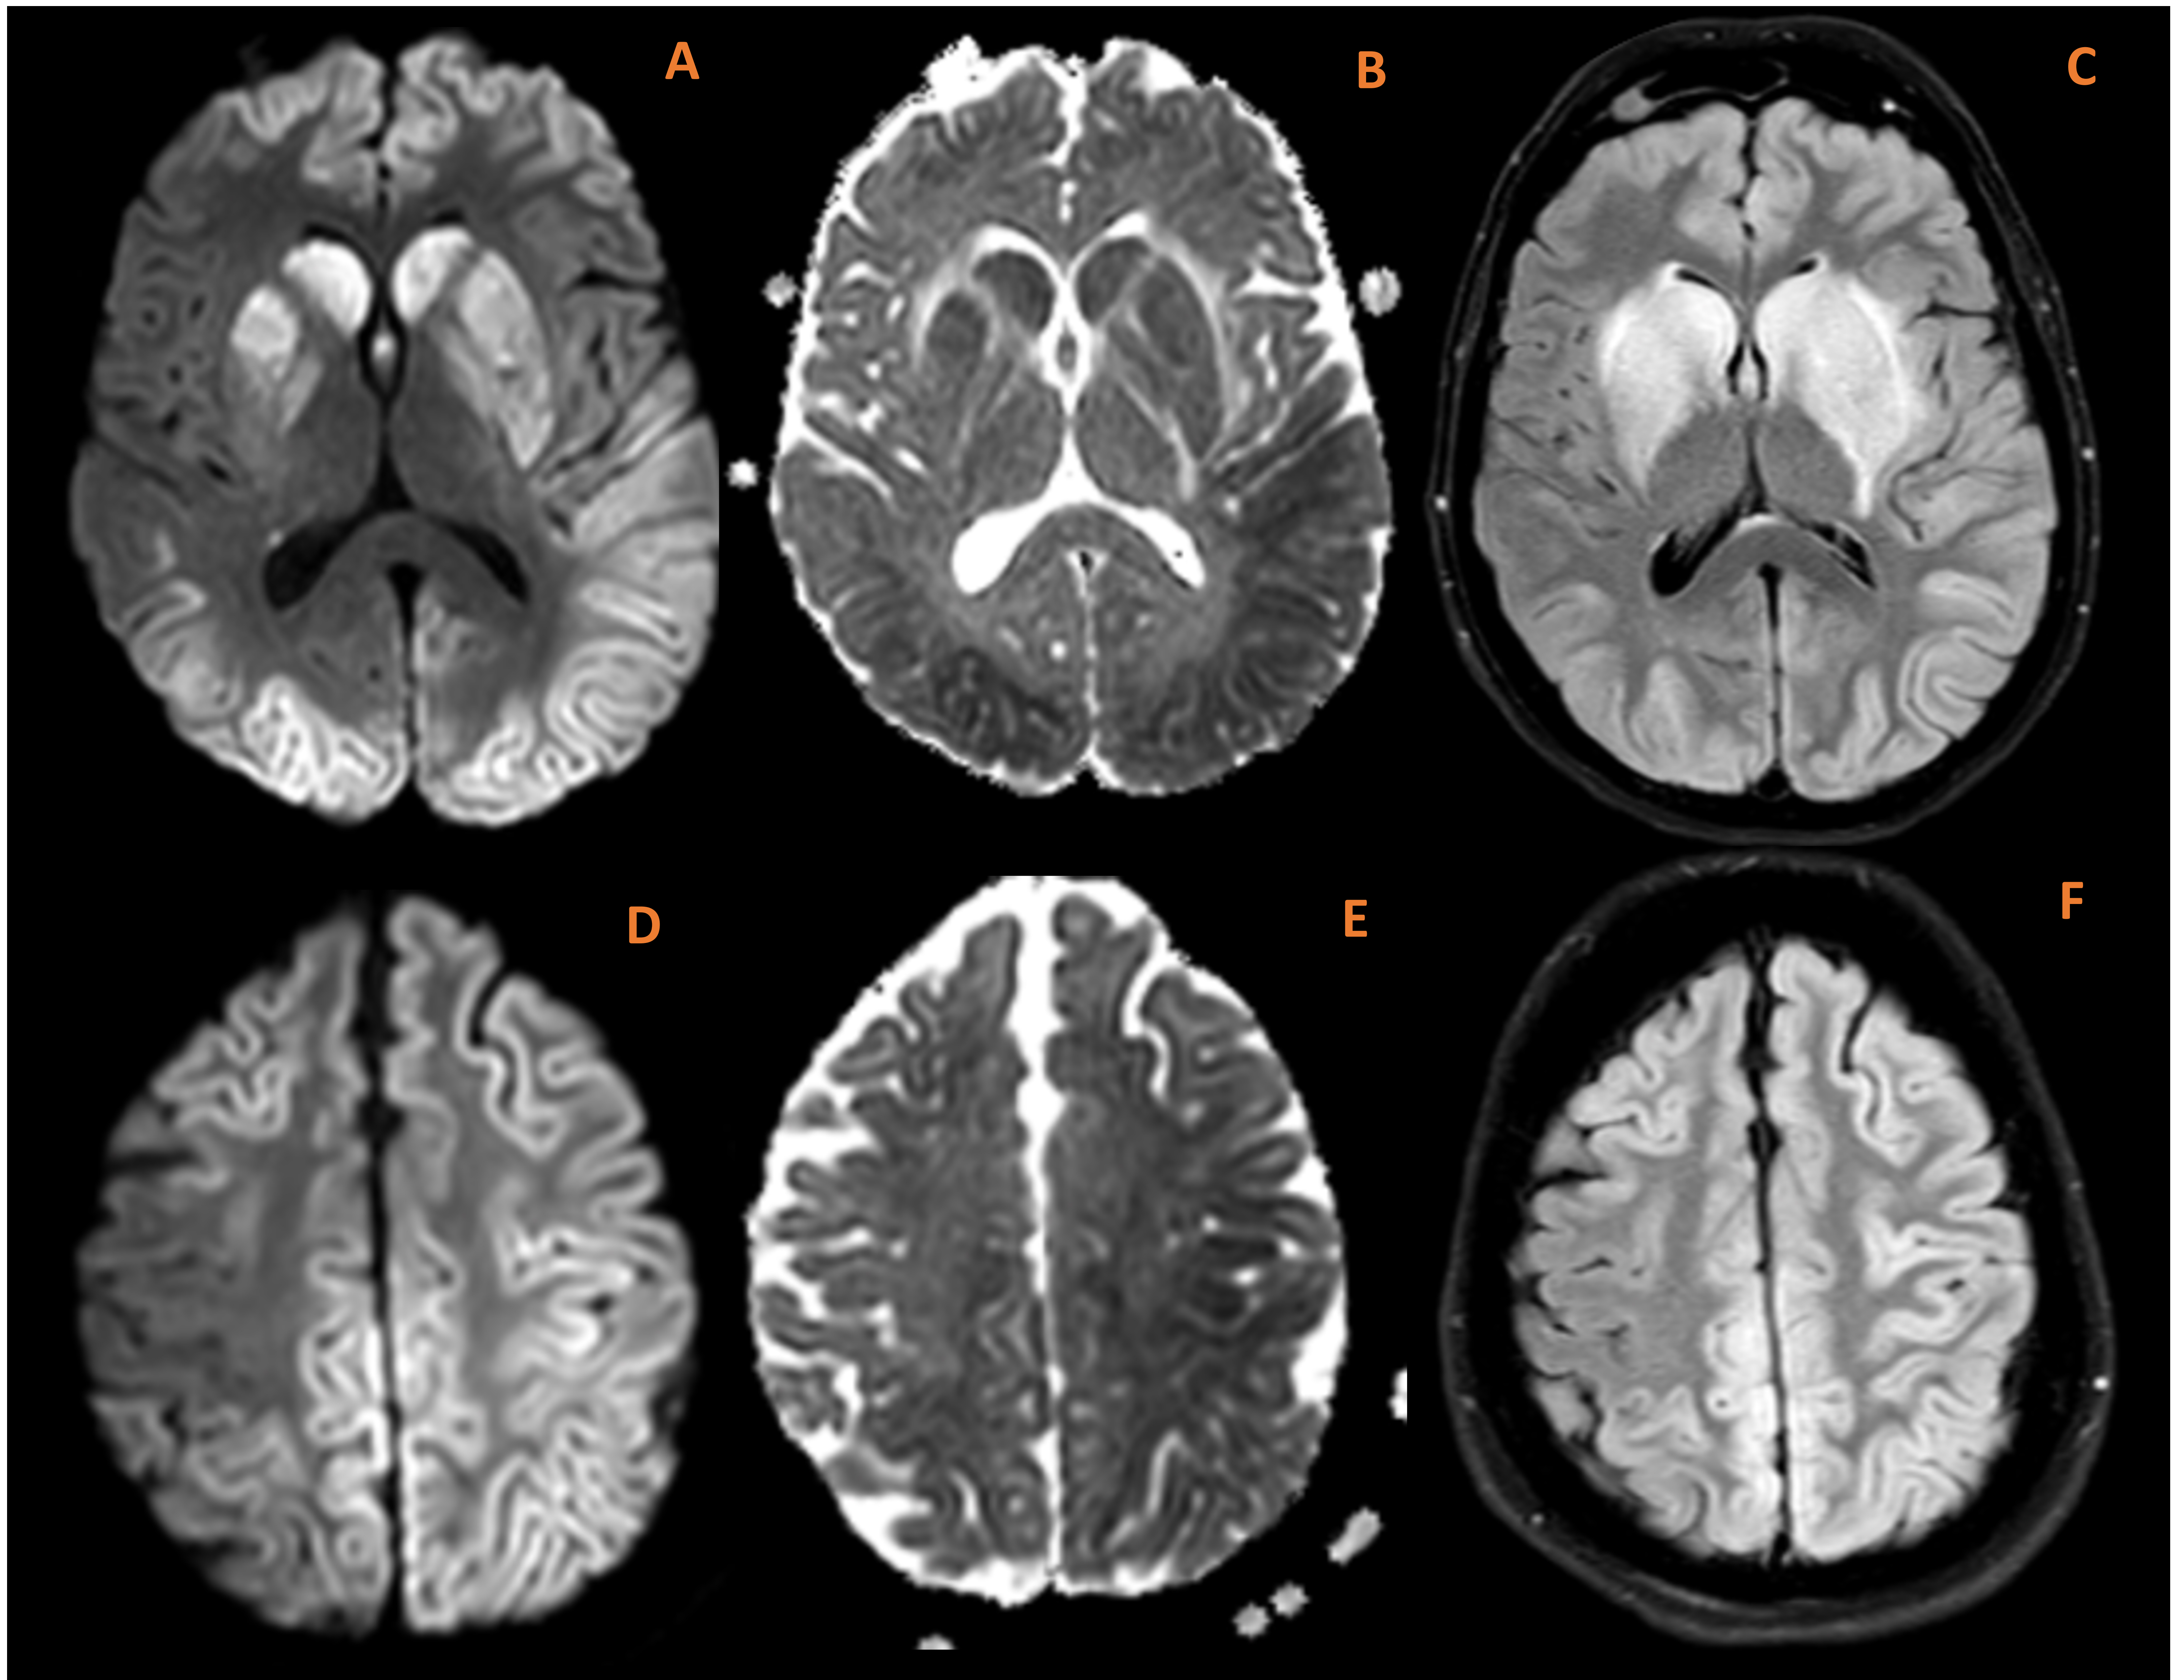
Mujer de 60 años con PCR en contexto de ahogamiento. En la RM realizada al 5 día se observa extensa alteración de señal con restricción de la difusión (A, B, D, E) e hiperseñal T2/FLAIR (C, F) de gran parte del córtex cerebral bihemisférico y región gangliobasal. Se asocia borramiento de surcos corticales y obliteración parcial de astas frontales. Los hallazgos son concordantes con EHI en grado severo con patrón de afectación global.
